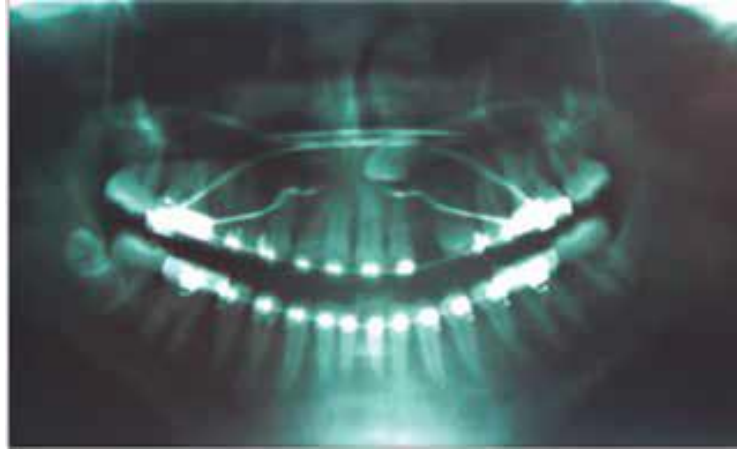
(16) Ortopantomografía de paciente femenina de 14 años con el canino superior izquierdo retenido.
